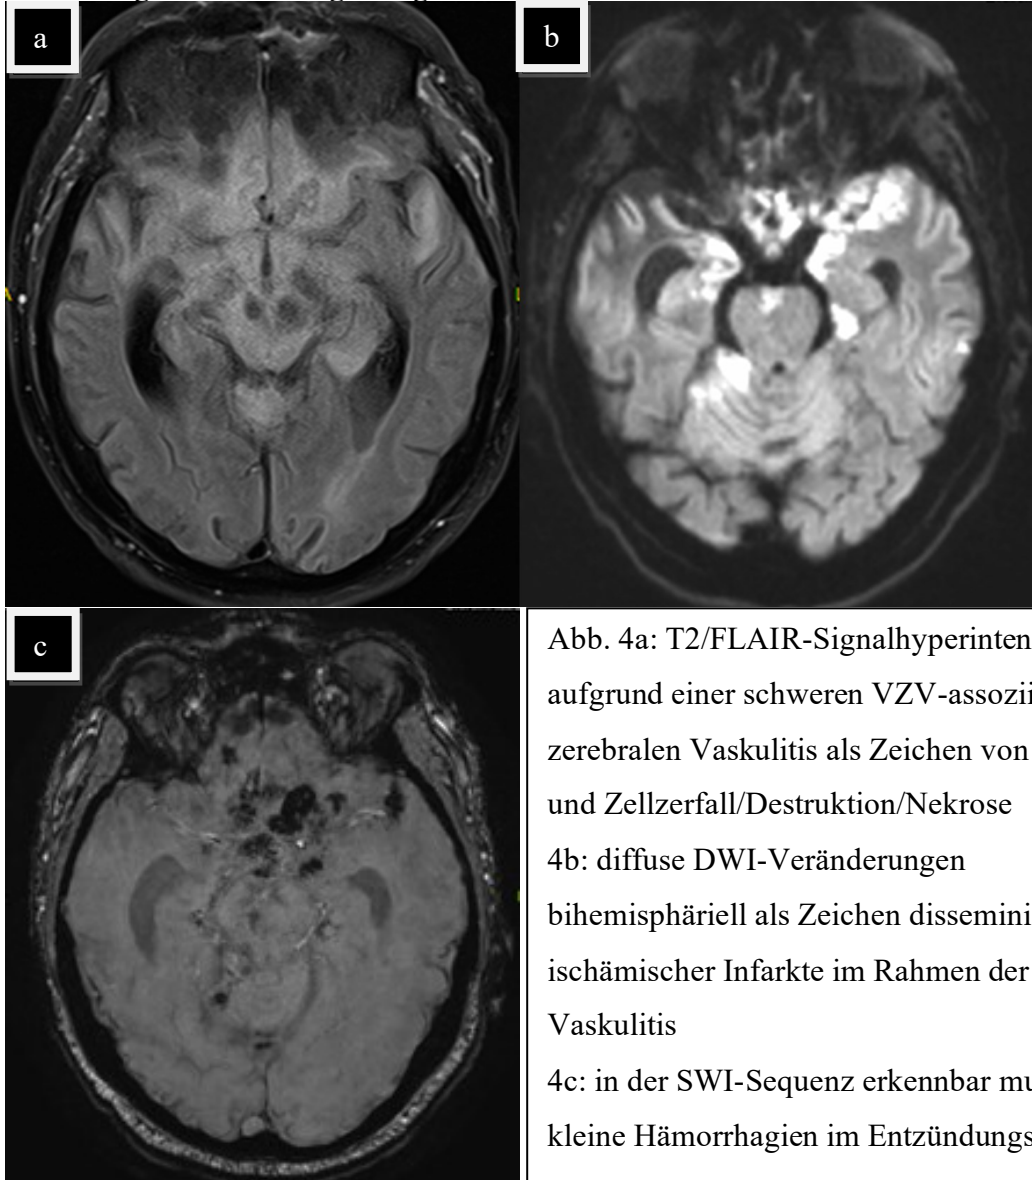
T2/FLAIR-Signalhyperintensitäten aufgrund einer schweren VZV-assoziierten zerebralen Vaskulitis als Zeichen von Ödem und Zellzerfall/Destruktion/Nekrose
